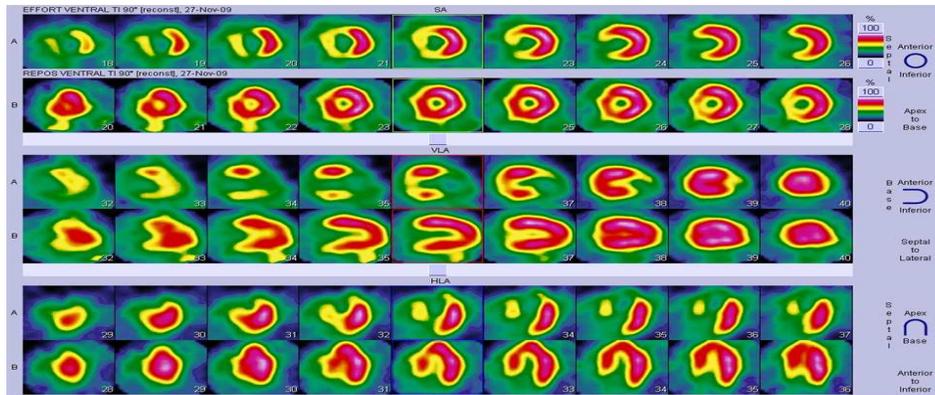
Exemple de scintigraphie cardiaque anormale ¹⁰
